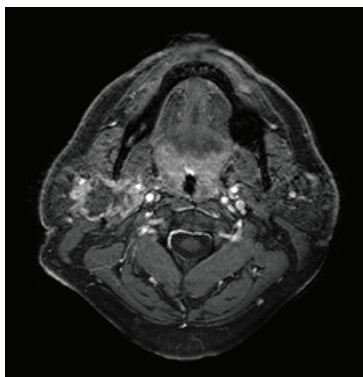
IRM séquence T1. Coupe axiale. Tumeur parotidienne droite aux contours irréguliers. Prise de contraste hétérogène et périphérique.
